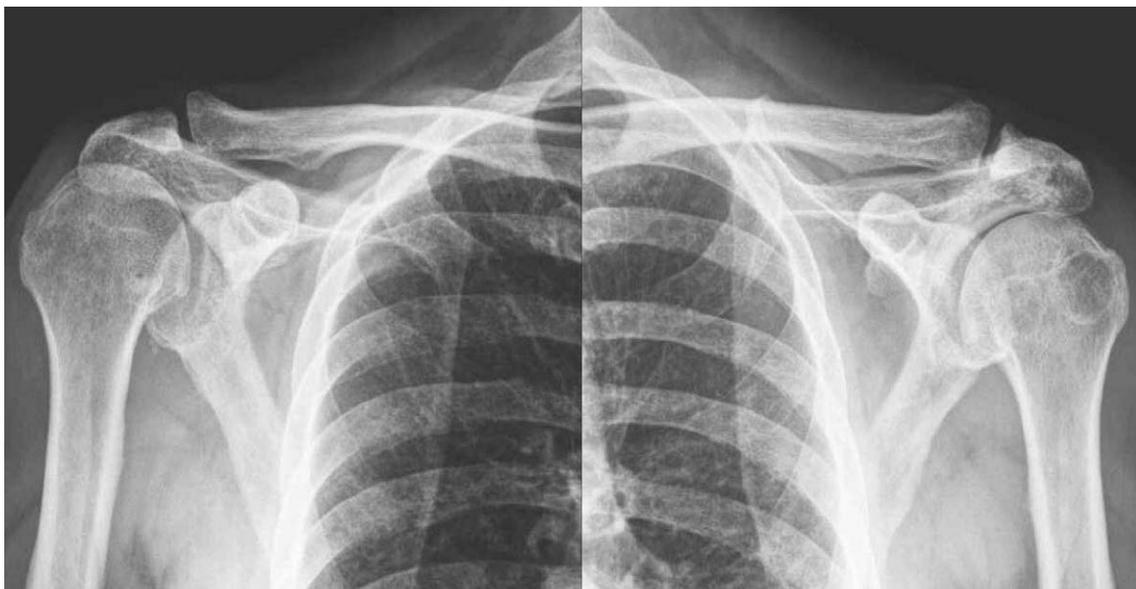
Preoperative radiograph of both shoulder shows degenerative periosteal sclerosis combined with humeral head proximal migration and cystic lucency of left humeral head.
